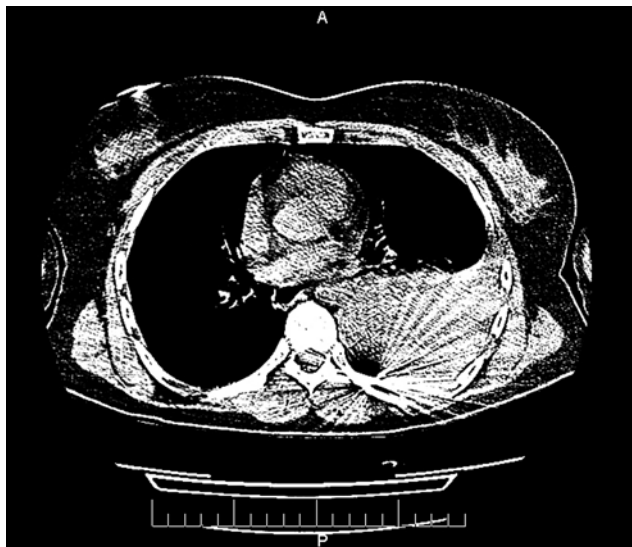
Lokalizacja pocisku, obraz tomografii komputerowej.
